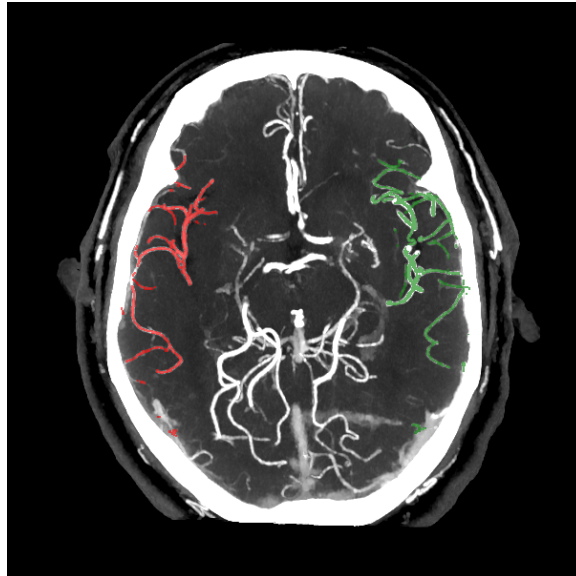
StrokeViewer Collaterals 輸出範例，摘要報告中包含的 MIP 影像。受影響腦半球的側支循環以紅色顯示，未受影響腦半球的側支循環以綠色顯示，作為 CTA 掃描的疊加層（此範例只顯示一張切片）。
